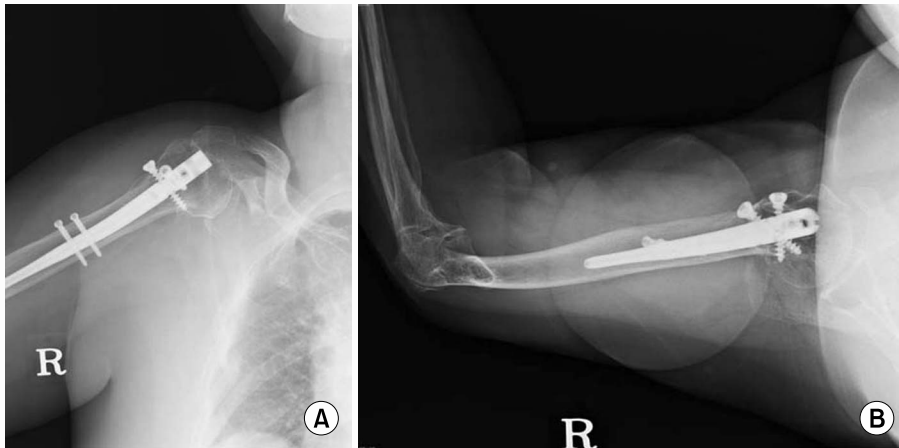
Radiographs, anteroposterior (A) and axillary lateral (B) taken at 2 years after operation show good bone union.
